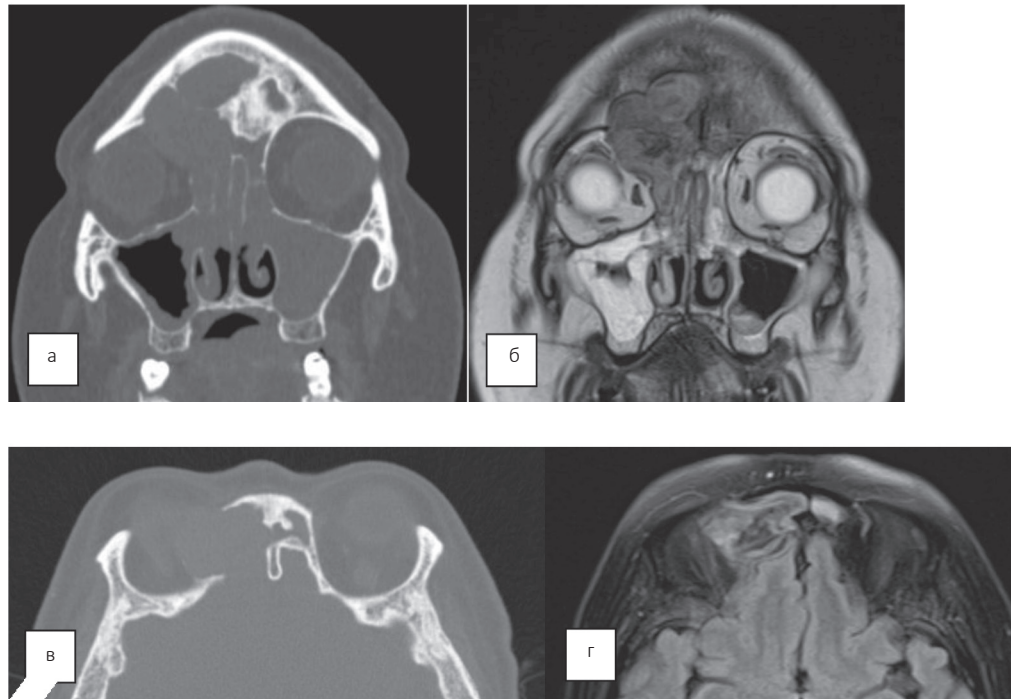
Правосторонний лобно-орбитальный мукоцеле. Нативная СКТ головного мозга в коронарной (а) и аксиальной (в) проекциях демонстрирует округлое мягкотканное образование с гладкими, четкими границами, имеющее гомогенный изоденсный сигнал, с деструкцией верхней и медиальной стенок орбиты и задней стенки лобной пазухи. На МРТ головного мозга в режимах T2 коронарная проекция (б) и T2 FLAIR FATSAT аксиальная проекция (г) визуализируются полипозное изменение слизистой верхнечелюстных, решетчатых и левой лобной пазух, утолщение слизистой правой верхнечелюстной пазухи, а также неоднородный изогипоинтенсивный сигнал от мукоцеле
